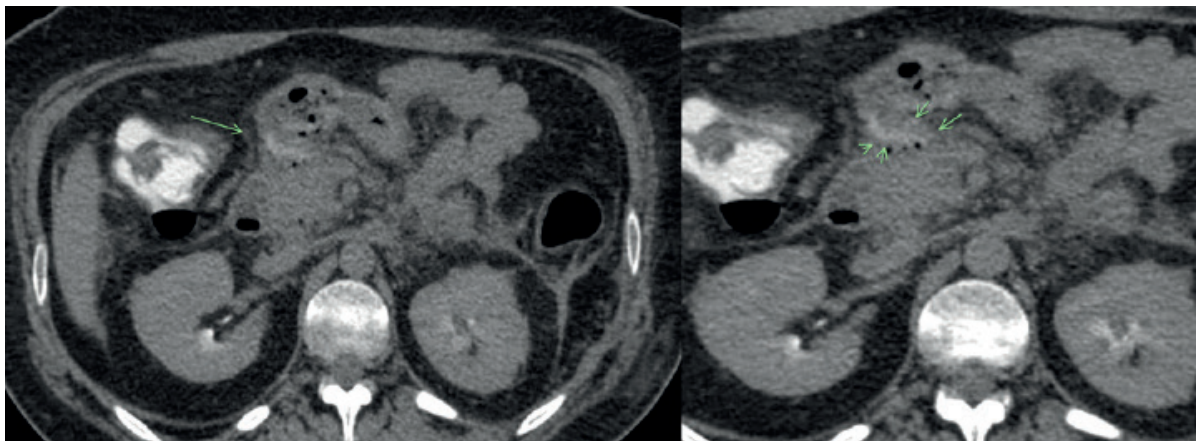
TAC. Mejoría de colección peripancreática. Flechas verdes: Fistula cistoyeyunal.
